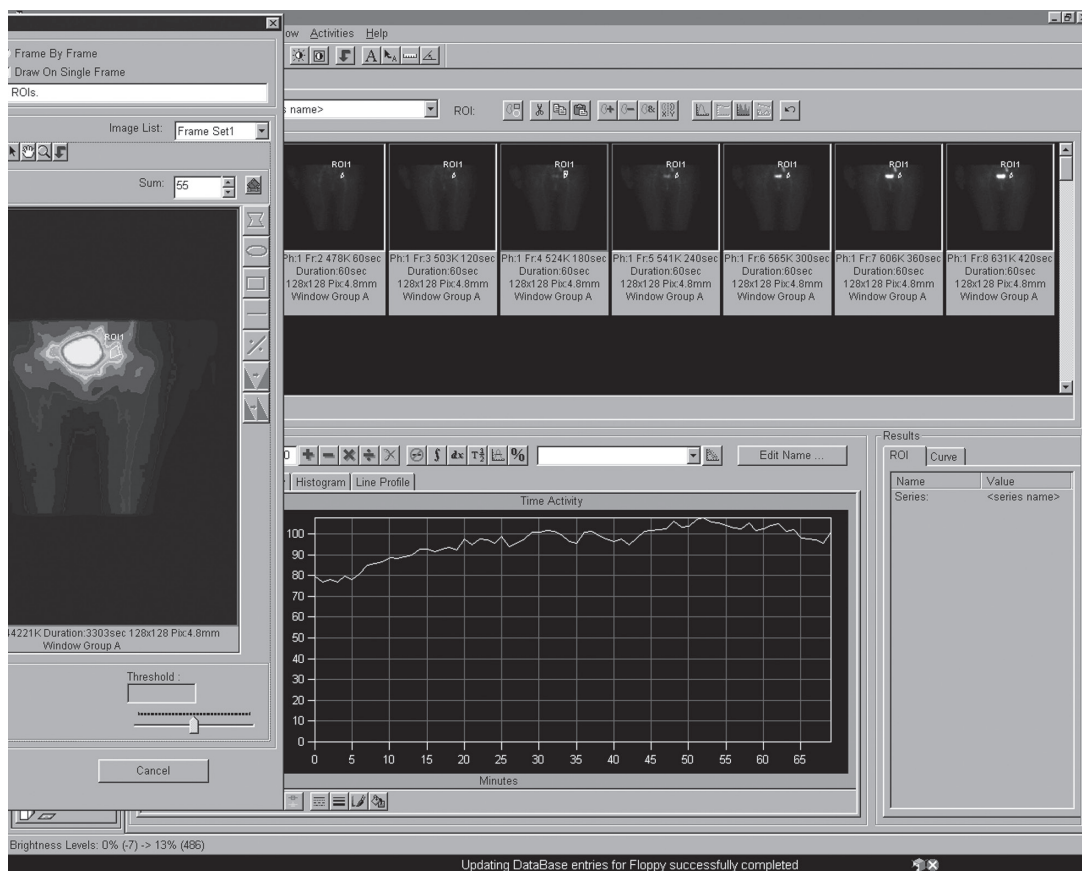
Динамічна крива «активність-час» з метастазу в кістках таза з неінтенсивним накопиченням РФП: після початкового підйому спостерігається перехід у плато. Сцинтиграми та криві «активність-час» отримані при проведенні повільної динамічної сцинтиграфії з  $^{153}\text{Sm}$ -оксабіфром
